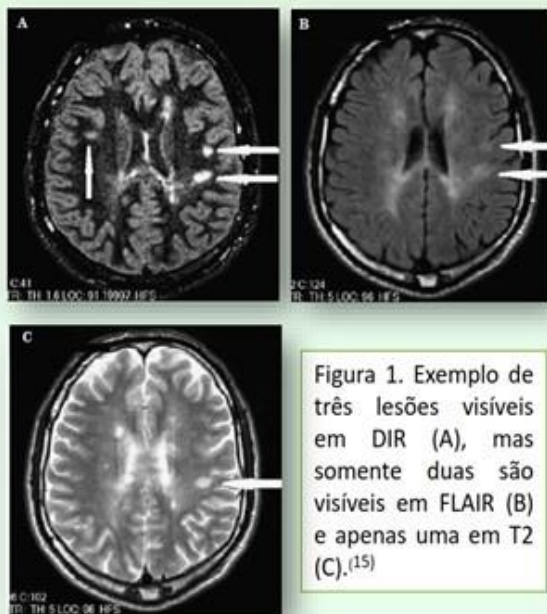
Exemplo de três lesões visíveis em DIR (A), mas somente duas são visíveis em FLAIR (B) e apenas uma em T2 (C).⁽¹⁵⁾
